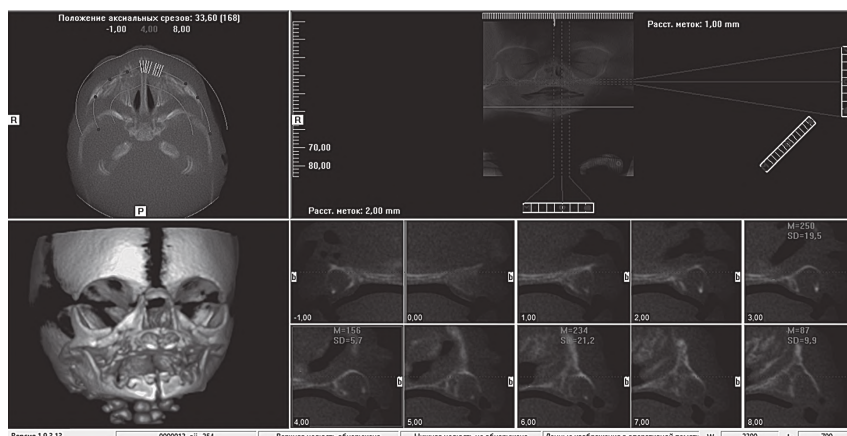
D реконструкційна модель та КТ-зображення лицевого відділу черепа плода 310,0 мм ТПД.
